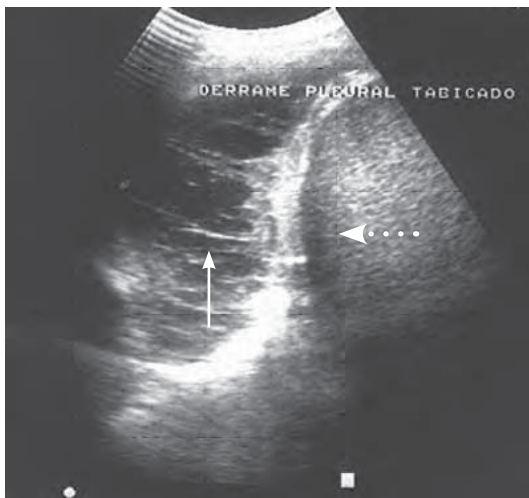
/3. Ecografía en el cuadrante superior derecho del abdomen. La flecha punteada señala el diafragma, la flecha entera el derrame pleural.
